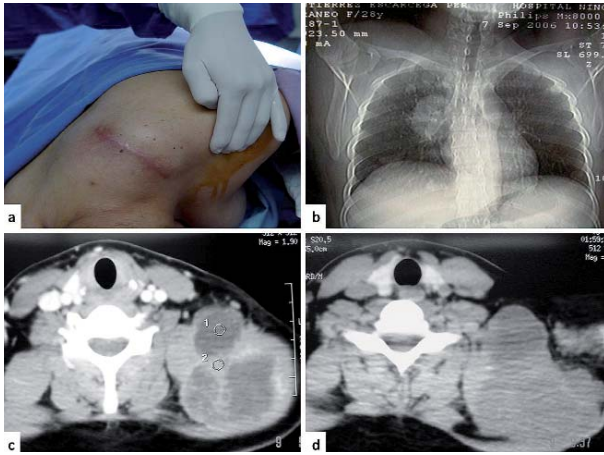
a) Aumento de volumen en región escapular de 12 x 9 cm, cicatriz lineal producto de resección parcial previa. b) Topograma que muestra múltiples lesiones nodulares pulmonares y una masa parahiliar derecha en relación con metástasis. c) TAC, posterior a la administración de contraste muestra una lesión sólida, heterogénea con zonas de necrosis a nivel escapular izquierdo con reforzamiento en la periferia. d) TAC, posterior al tratamiento de quimioterapia que muestra necrosis tumoral.
